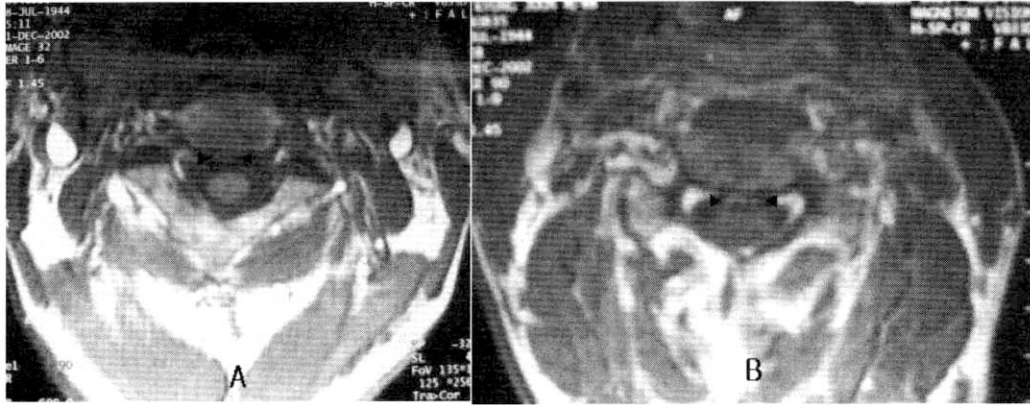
(A) Axial T1-weighted magnetic resonance imaging scan at C3 level demonstrates the ossified posterior longitudinal ligament (opposing triangles). (B) Axial T1-weighted magnetic resonance imaging scan at C4 level demonstrates the ossified posterior longitudinal ligament (opposing triangles)
